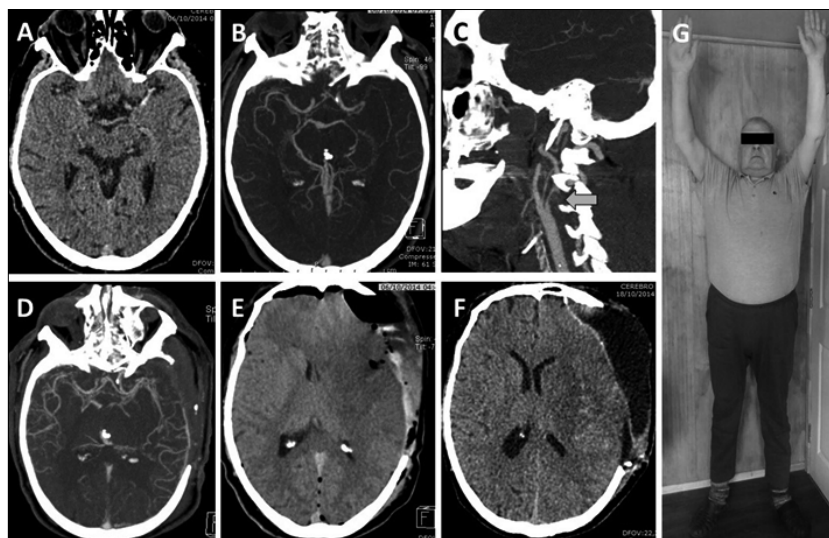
A y B. TC y angioTC: "signo de la cuerda" por oclusión embólica extensa de ACM izquierda; C. AngioTC de cuello confirma placa inestable en ACI cervical (flecha); D y E. AngioTC postoperatoria muestra recanalización completa, aunque existe edema difuso y colección hemática subgaleal; F. TC a los 12 días muestra hipodensidad ganglionar y ausencia de edema, pero colección subgaleal persistente que mejoró tras craneoplastia; G. Paciente a 1 año de seguimiento.
